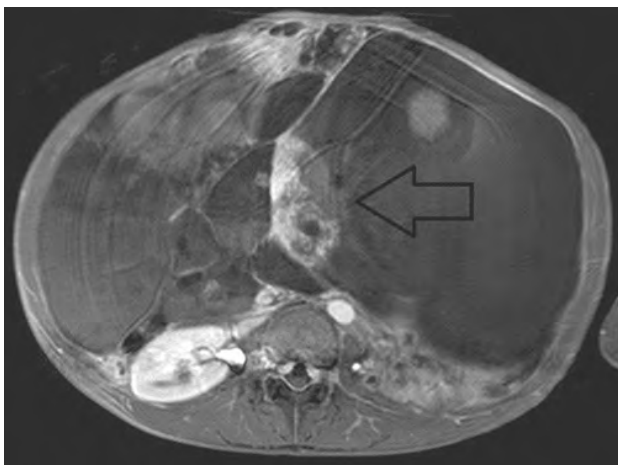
腹部造影MRI 造影効果を伴う7.0×3.6 cmの辺縁不整な充実成分を認める。
